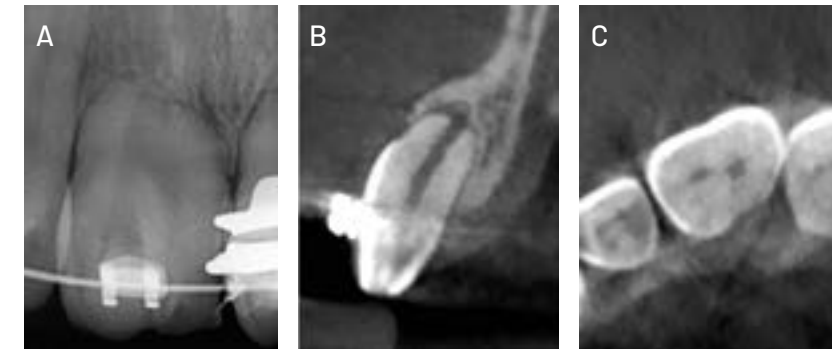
(A) Diente #11, radiografía muestra presencia de un tabique radiopaco que aparentemente dividía en dos el conducto. (B) Imagen hipodensa en apical compatible con ápice abierto. (C) Corte axial que muestra imagen hipodensa compatible con la presencia de dos conductos.
